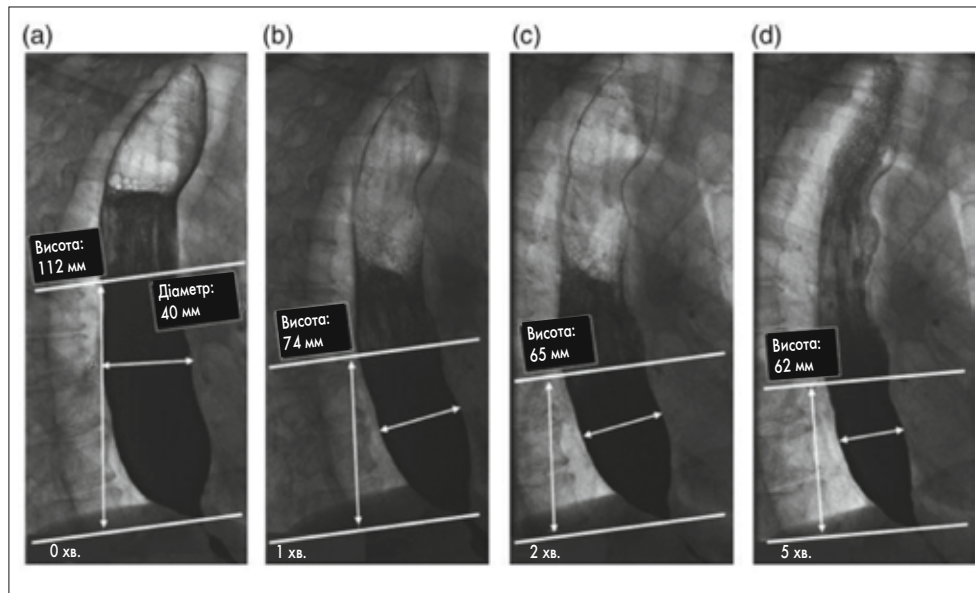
Інтерпретація езофагограми з барієм у часі. Рентгенограми, зроблені пацієнту з ахалазією через 0, 1, 2 та 5 хвилин у лівому задньому косому положенні після прийому 100-200 мл суспензії барію низької щільності. Вимірювання висоти та ширини стовпа барію від стравохідно-шлункового з'єднання до розділу барій-піна. Висота барію > 5 см за 1 хв і > 2 см за 5 хв свідчить про наявність ахалазії
